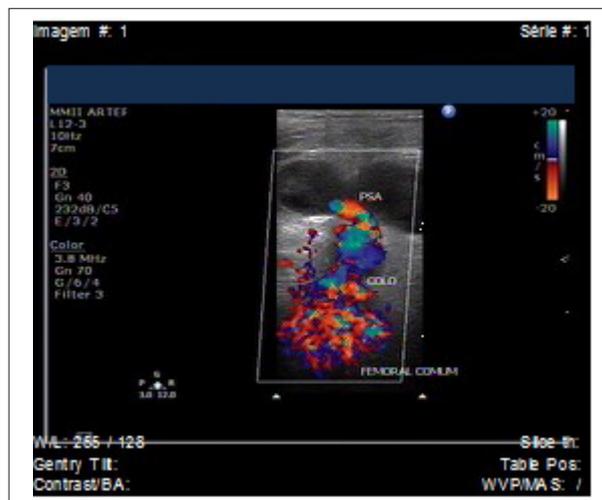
Doppler color arterial evidenciando el pseudoaneurisma (PSA) y el cuello en arteria femoral.
